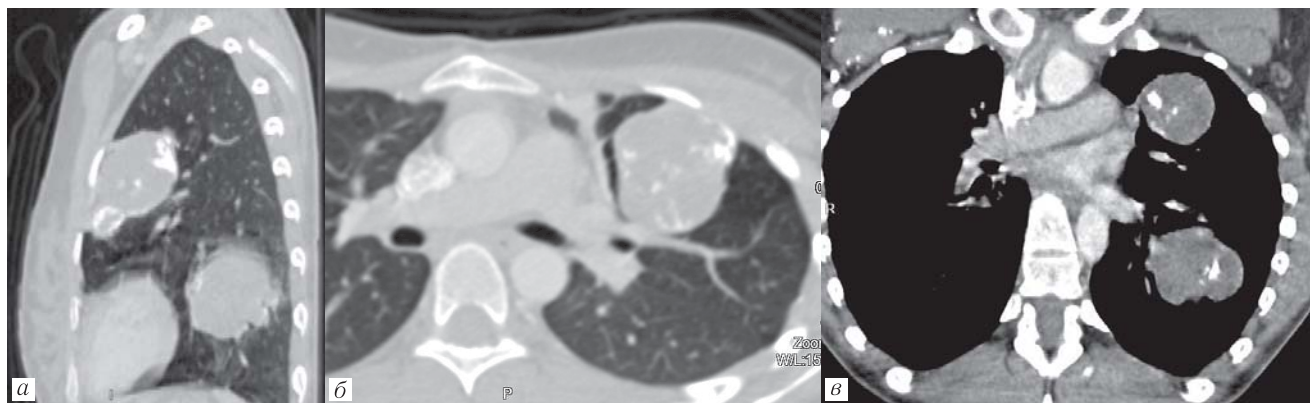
При МСКТ органов грудной клетки с внутривенным контрастированием в верхней и нижней долях левого легкого выявляются многоузловые образования с четкими фестончатыми контурами, неоднородной структуры за счет мягкотканого компонента и массивных зон обызвествления с умеренным накоплением контрастного препарата (а–в)
